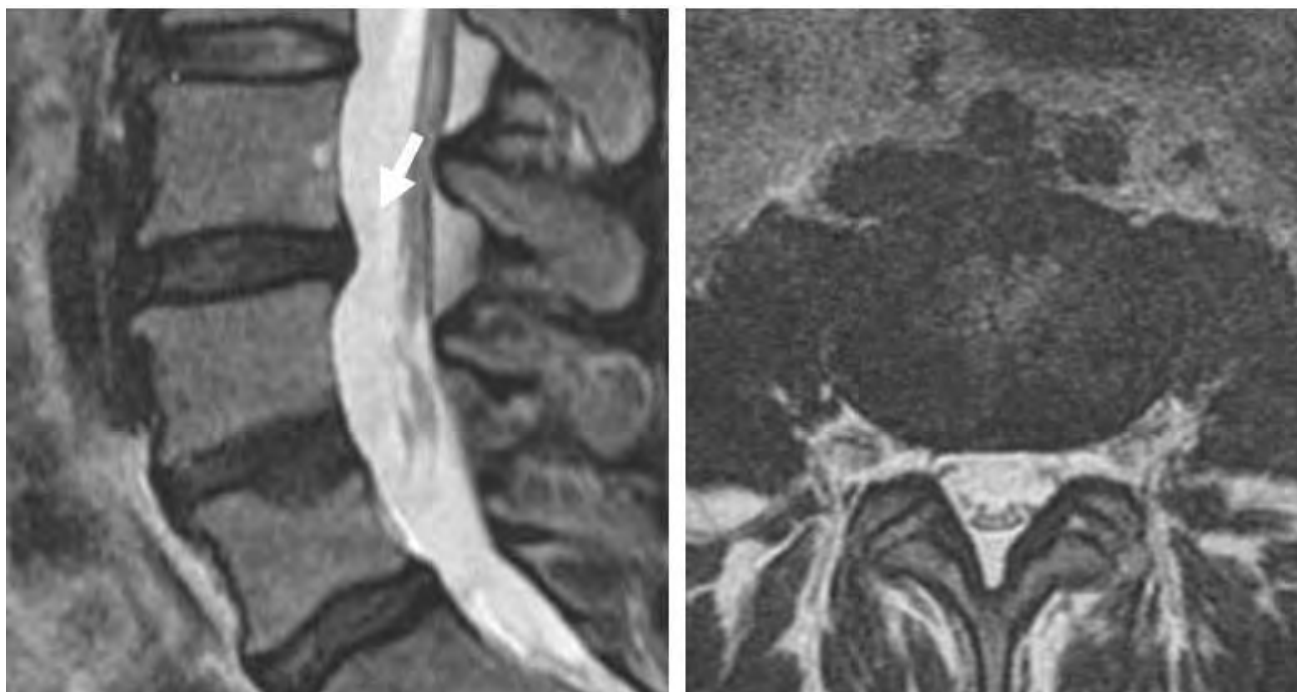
МРТ. Выпуклый диск L3-L4. На сагиттальных T2ВИ хорошо виден выпуклый задний контур диска, на аксиальных T2ВИ только небольшая сглаженность естественной вогнутости заднего контура.
